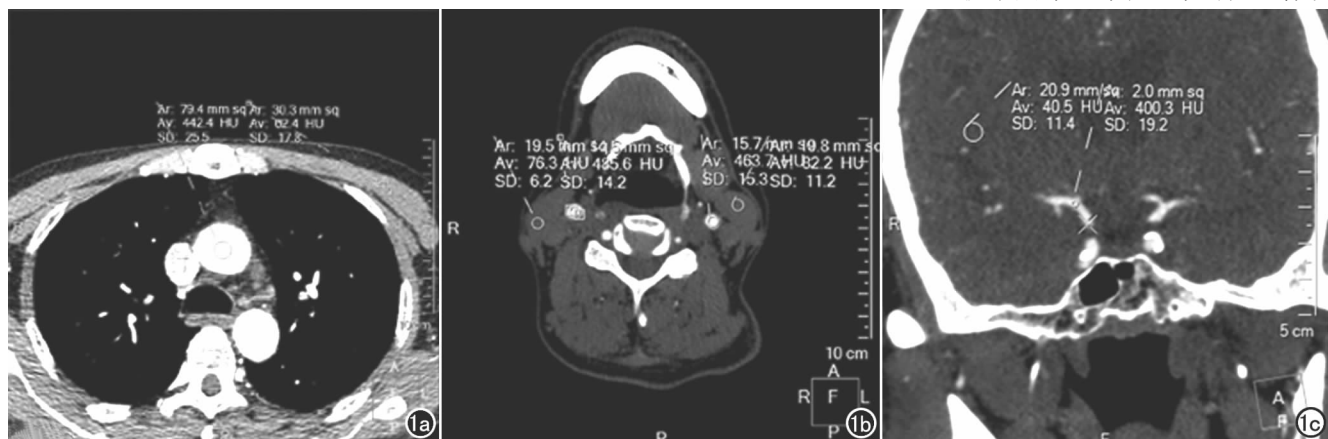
男, 58 岁, BMI=21.7 kg/m², 行头颈部双低 CTA 检查, 管电流 200 mAs。a) 测量主动脉弓层面 ROI、ROC 的 CT 值及 SD 值; b) 测量双侧颈总动脉分叉部 ROI、ROC 的 CT 值及 SD 值; c) 测量右侧大脑中动脉起始部 ROI、ROC 的 CT 值及 SD 值。
